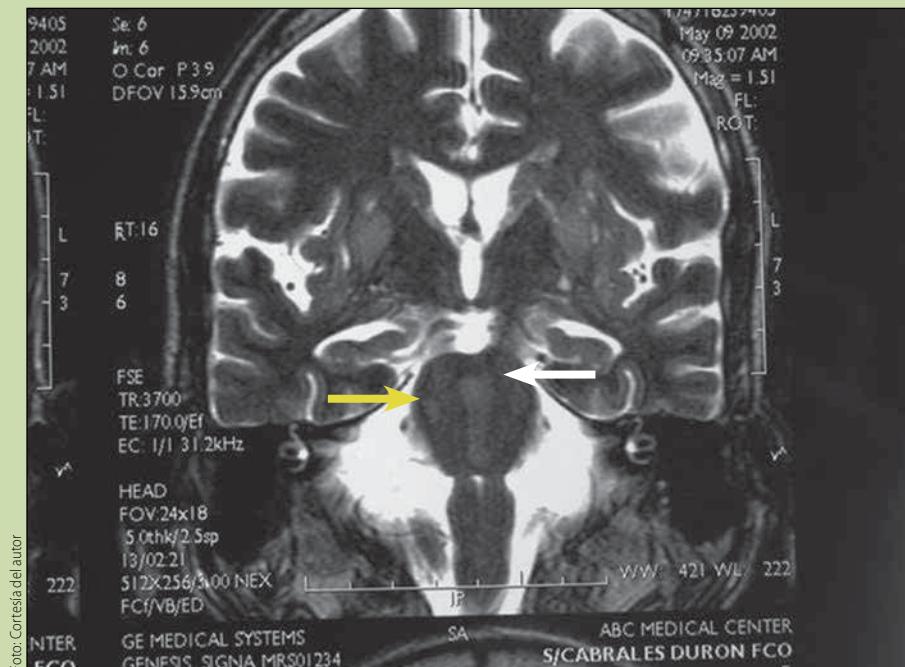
Imagen sagital de resonancia magnética ponderada a T1. Se identifica imagen de hipotensión en el centro del puente que respeta la periferia de éste.
